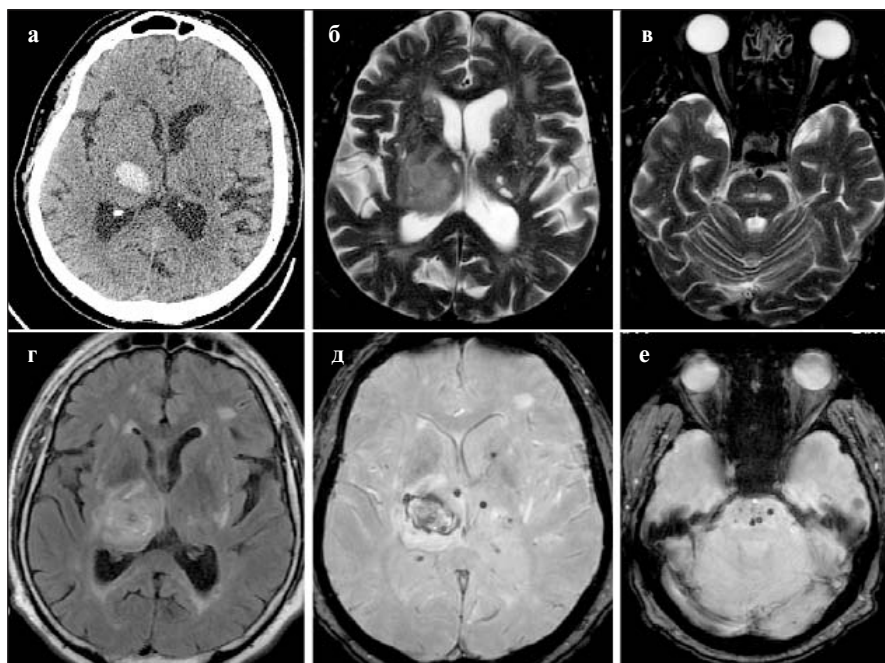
Гипертензионное ВМК на фоне sporadической ЦБМС у пациента 58 лет, длительно страдающего гипертонической болезнью без адекватной терапии: а — КТ. Гематома правого таламуса; б — МРТ в режиме T2. Лакуны в левом таламусе, расширенные ПВП; в — МРТ в режиме T2. Лакуны моста; г — МРТ в режиме FLAIR. ГВВ; д — МРТ в режиме SWI. Гематома правого таламуса и глубинные ЦМК; е — МРТ в режиме SWI. Микрокровоизлияния в области моста
